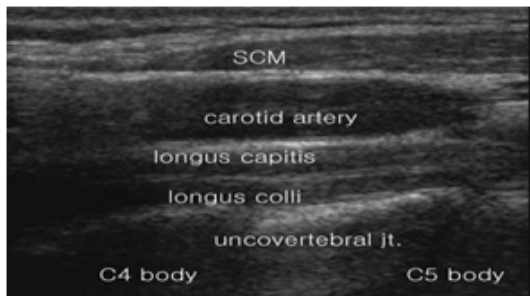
목의 앞쪽 근육-시상면 초음파 영상.
